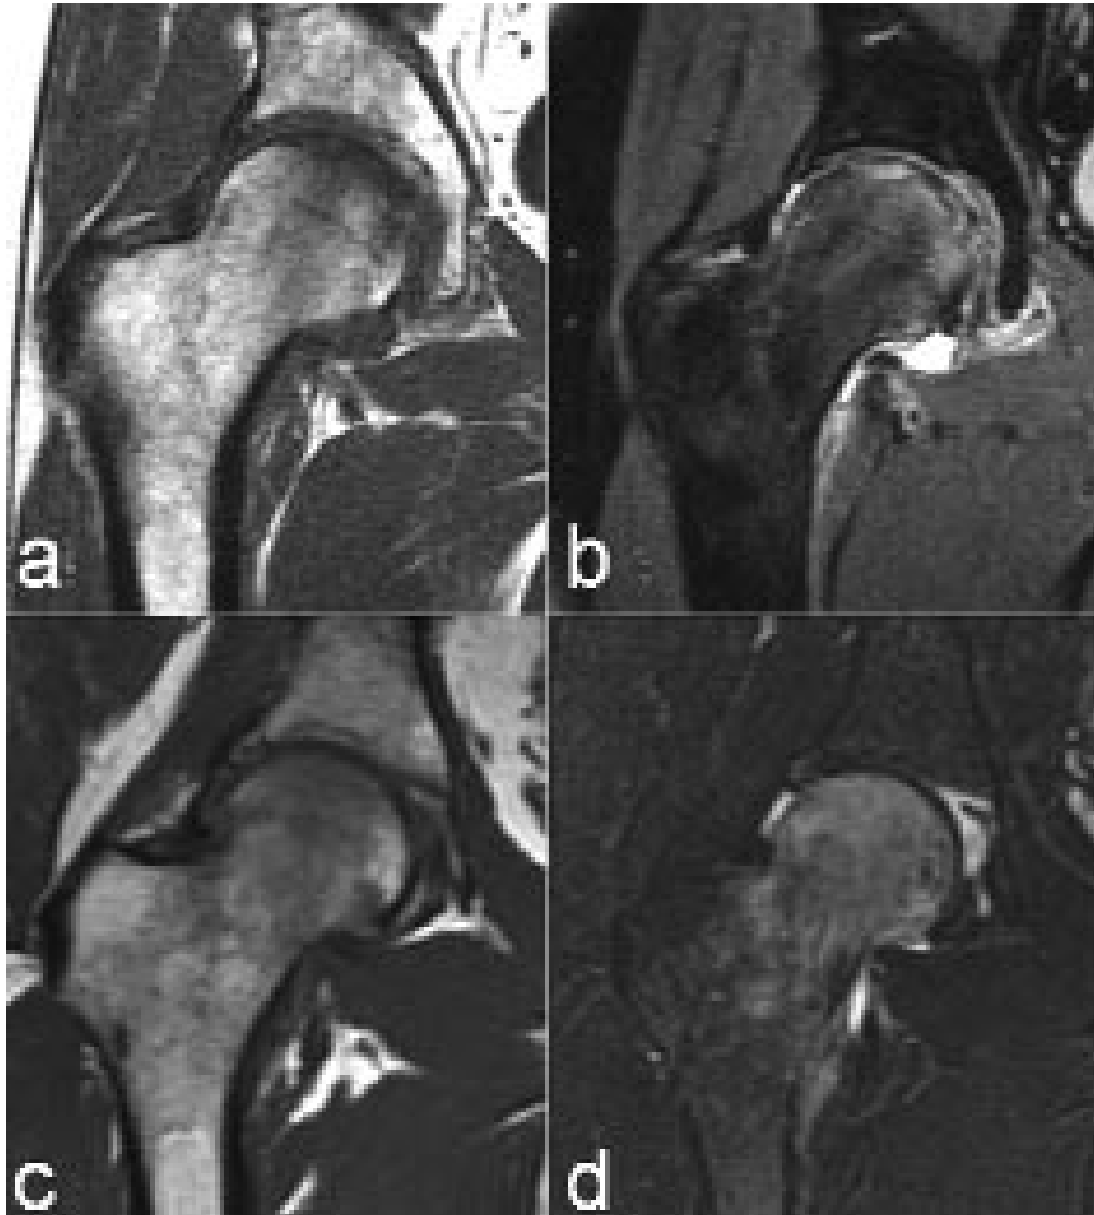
Diagnostics différentiels. Fracture de contrainte de la tête fémorale en IRM, coupes coronales en séquences T1 (a) et T2 Fat-Sat (b) montrant l'œdème de la région sous-chondrale de la tête et le trait de fracture en hyposignal. Algodystrophie de la hanche sur des coupes coronales en T1 (c) et T2 Fat-Sat (d) montrant l'important œdème de la tête et du col fémoral ainsi qu'un épanchement intra-articulaire modéré. On notera l'absence de liseré de démarcation.
